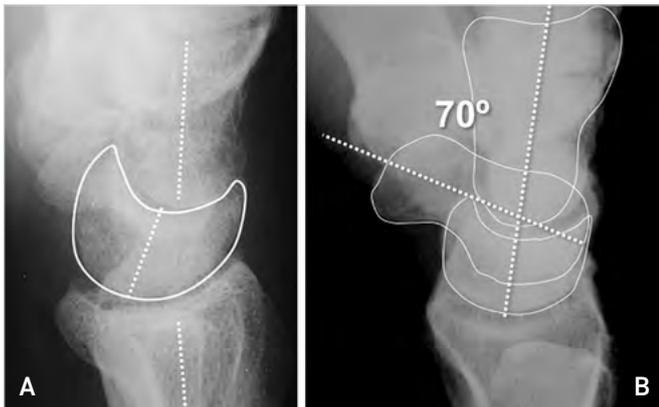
Immagini radiografiche in laterale di polso con lesione del legamento scafolunato. A) Angolazione del semilunare in rapporto al radio ed al capitato. B) Rotazione in flessione dello scafoide rispetto al semilunare.
